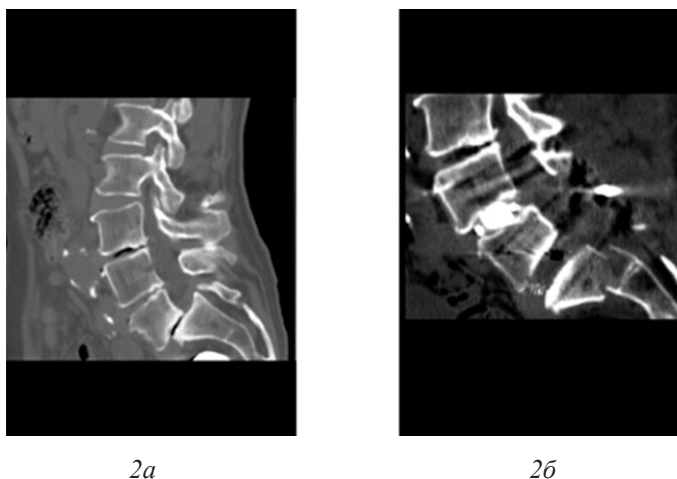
МСКТ и рентгенограмма пациентки Г.: а) до операции, б) на 13 сутки после операции
